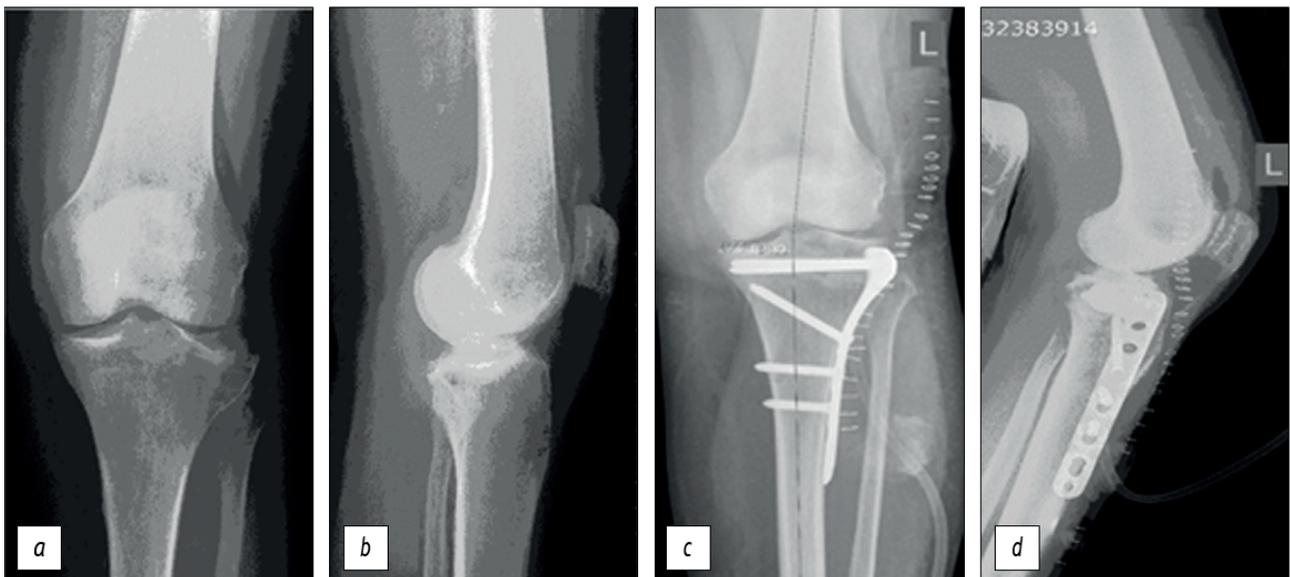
Radiographs of the knee joint of a 65-year-old female patient: *a, b* — on admission: malunion of the proximal tibia fracture. On radiographs of the knee, valgus deformity with impression of the lateral condyle of the tibia was determined; *c, d* — intra-articular osteotomy of the posterior and central part of the lateral condyle was performed, osteotomy and reduction of the osteochondral fragment, filling of the bone defect formed during the elevation of the articular surface with an allograft, fixation with an LCP PTP. The congruity of the articular surface was restored, the deformity was corrected.
